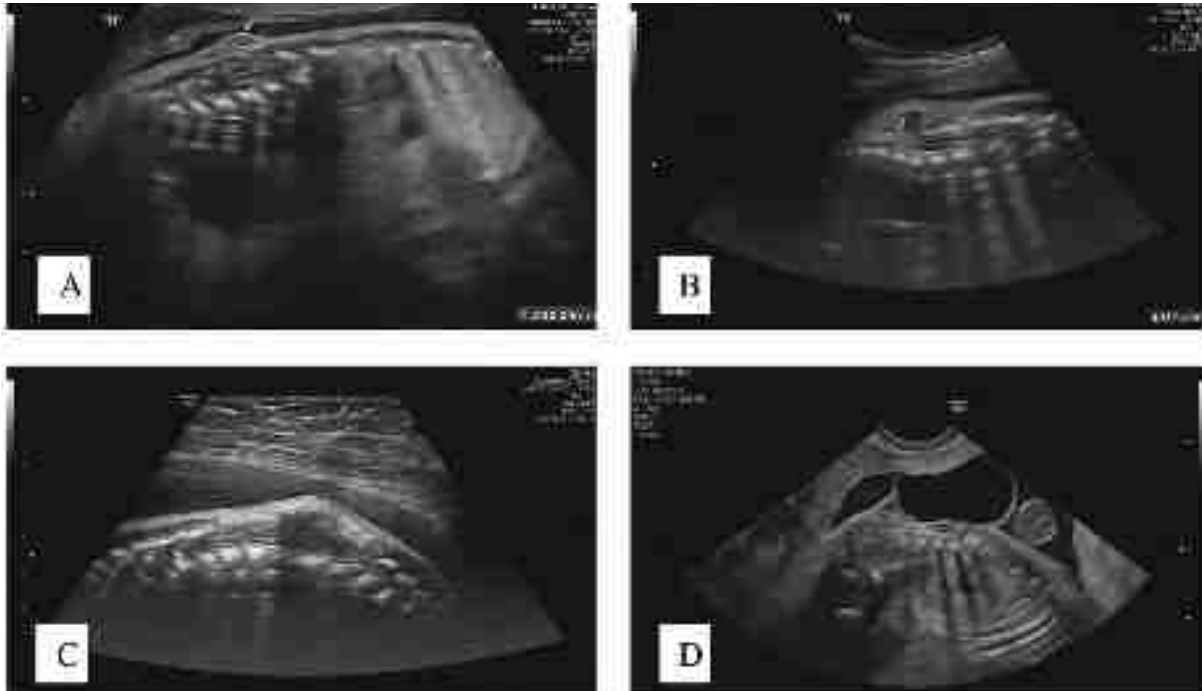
Clichés échographiques en coupe sagittale centrée sur la région médullaire. Aspect hyperéchogène du revêtement cutané semblant intègre.
